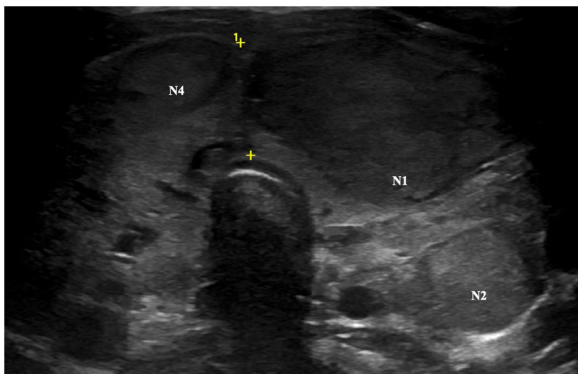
Ecografía tiroidea de la paciente. En este corte se aprecian N1, N2 y N4.
